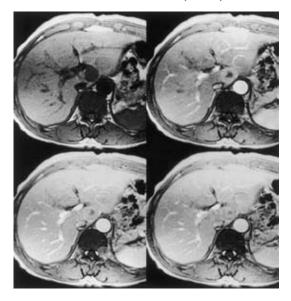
The tumor in the Spiegellobe in heterogeneously enhanced by MRI dynamic study, suggesting the existence of central necrosis (case 2).
